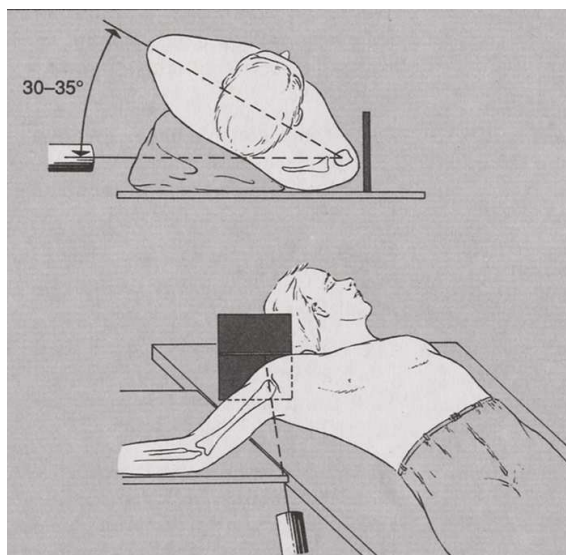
Transskapuläre und axiale Projektion der konventionellen Röntgenaufnahme (Debrunner H.U.; Hepp W.R.; 2004)
